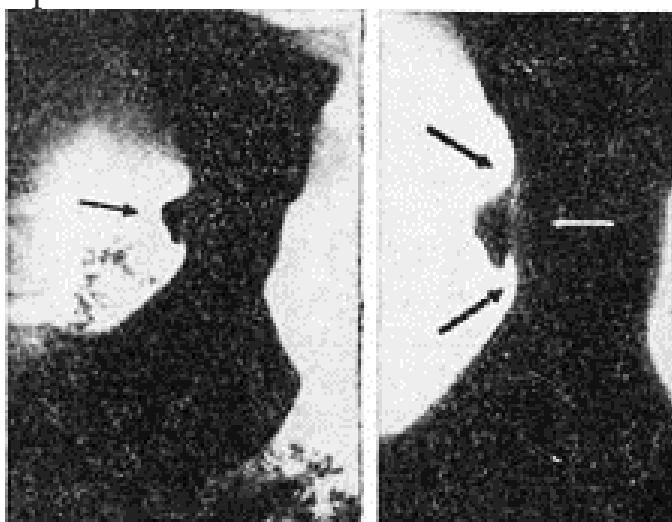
Язвенная болезнь желудка, симптом "ниши" (контрастная рентгенограмма).
